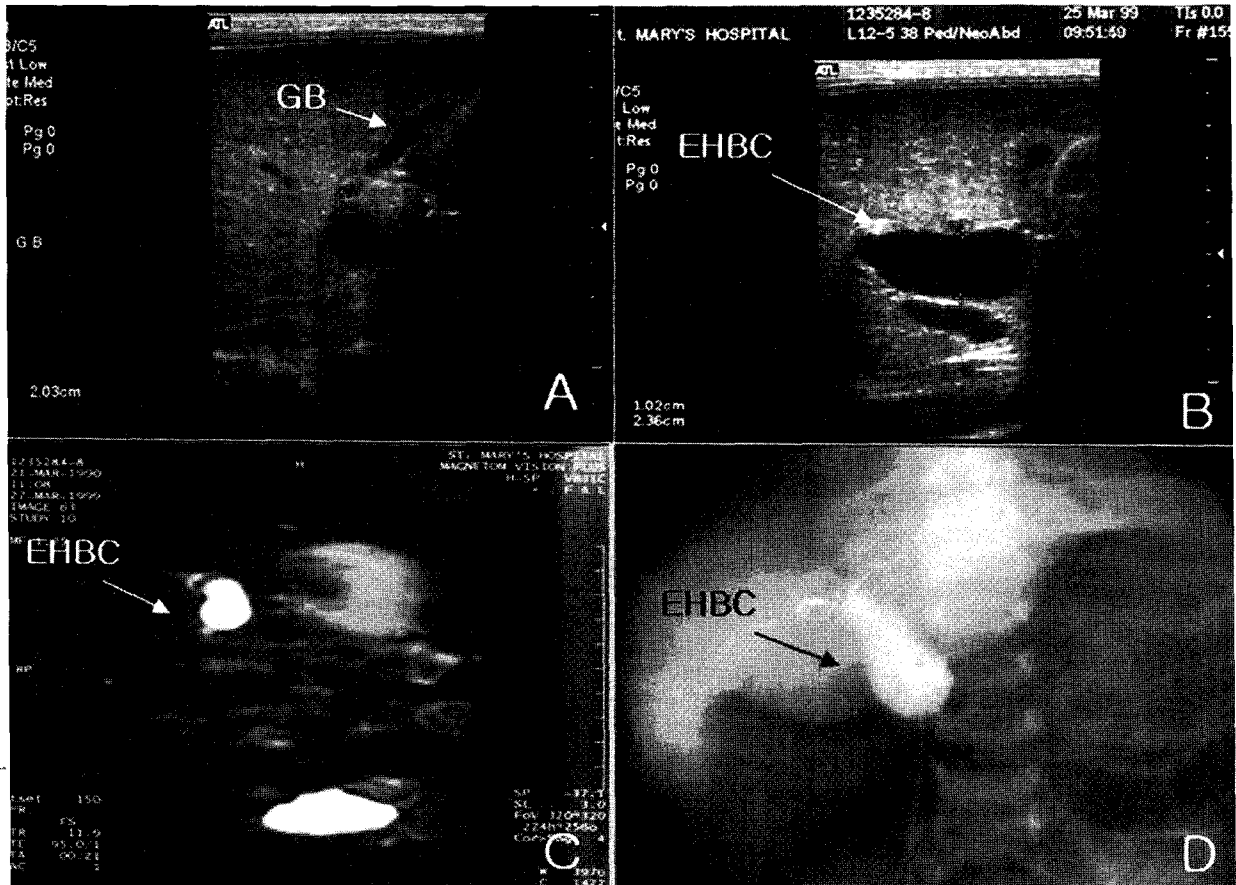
Ultrasonography (A and B), MRCP (C) and intraoperative cholangiography (D) of the Case 1. A; arrow indicates the small atretic gall bladder. B,C,D; arrows indicate the extrahepatic biliary cysts.
